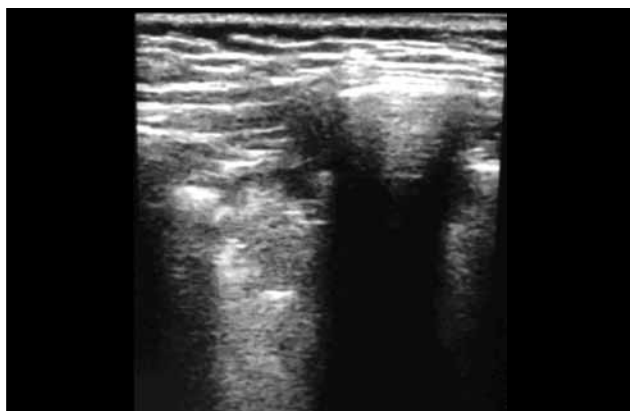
УЗИ. Кортикальная консолидация
